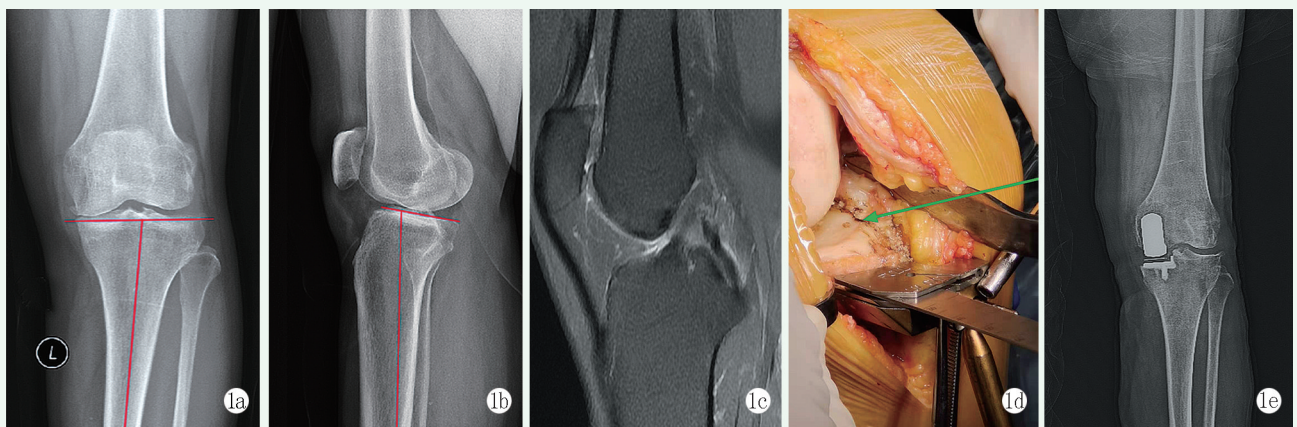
患者，女，51 岁，左膝关节内侧单间室骨性关节炎，K-L 分级 III 级 1a: 术前正位 X 线片测量胫骨近端内翻角 86.4° 1b: 术前侧位 X 线片测量胫骨平台后倾角为 9.7° 1c: 术前 MRI 检查前后交叉韧带形态正常 1d: 术中采用 sAP 线定位胫骨平台，见绿色箭头 1e: 术后正位 X 线片显示假体位置良好，胫骨近端内翻角 88.1°
